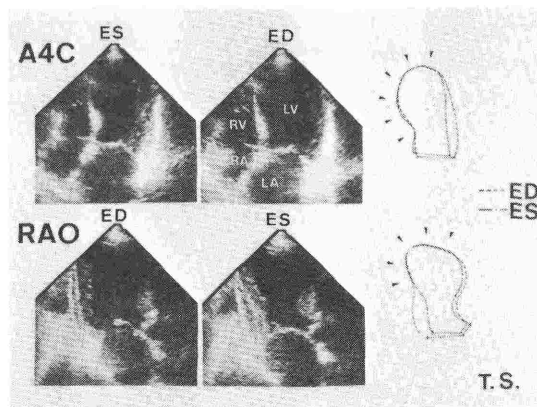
断層心エコー図で, 心尖部からのアプローチにより, 上段に四腔断層を下段に左前斜位で左室腔が描出される. 症例は前壁中隔梗塞である. ES:収縮終期, ED:拡張終期, LV:左室, RV:右室, LA:左房, RA:右房
